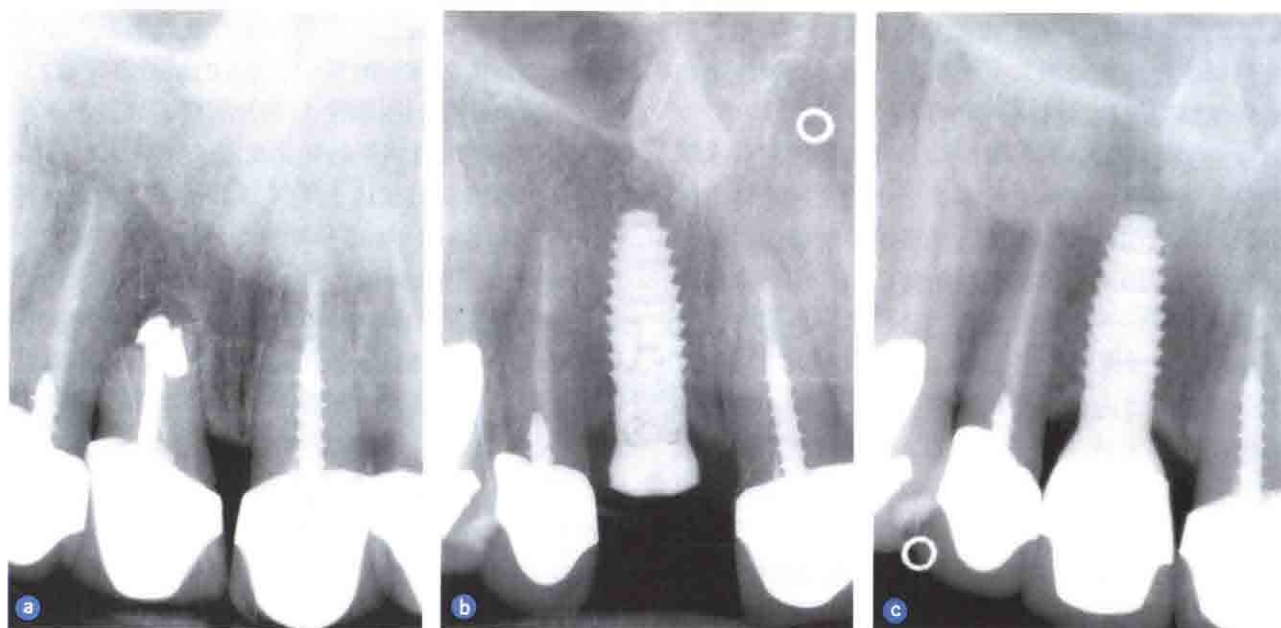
a.一个没有保存价值的右侧上颌中切牙初始X线片, b.牙槽窝植骨并放置种植体6个月后放置愈合基台, c. Laser-Lok 5mm 直径种植体修复2年后数字化X线片
